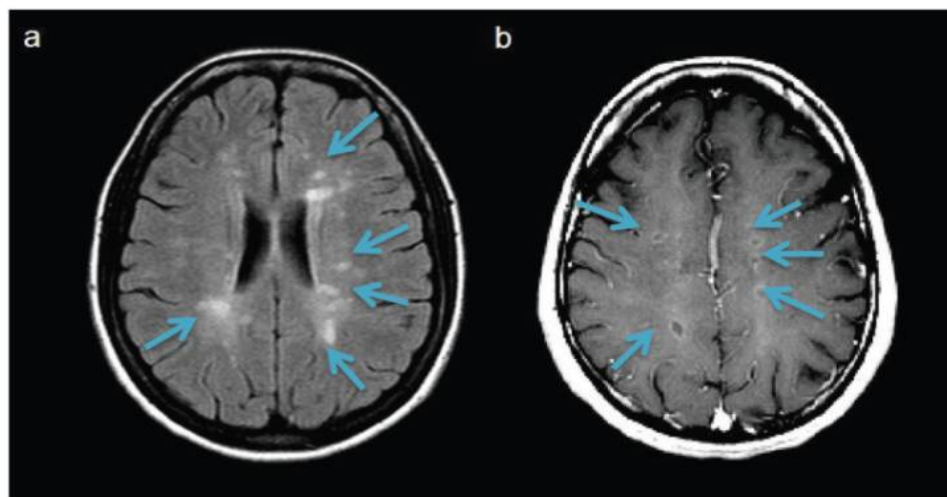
L'IRM cérébrale (134)
